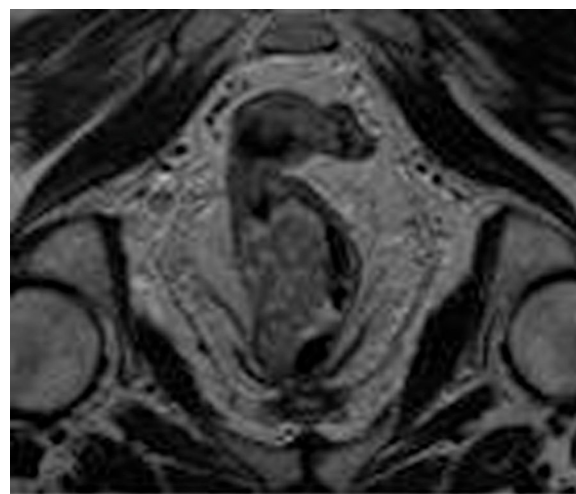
Resonancia magnética nuclear rectal en la que se muestra lesión en recto inferior dependiente de cara lateral derecha, con infiltración de las fibras más craneales del esfínter interno, con un ganglio mesorrectal sospechoso.
